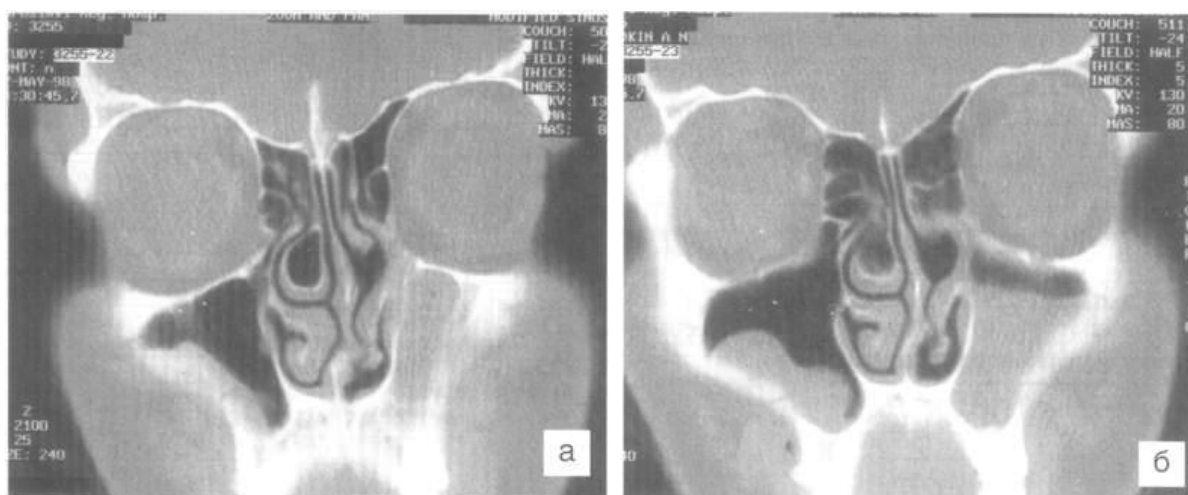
Компьютерные томограммы больного К., 14 лет. Буллезная гипертрофия
